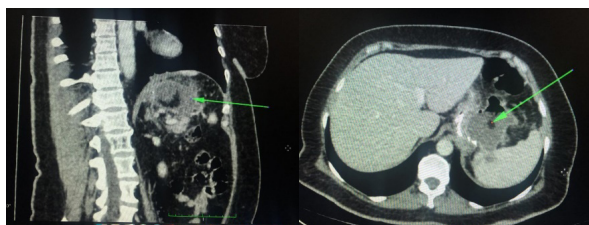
Tomografia computadorizada que, na seta, mostra coleção heterogênea próxima a transição esofagogástrica
